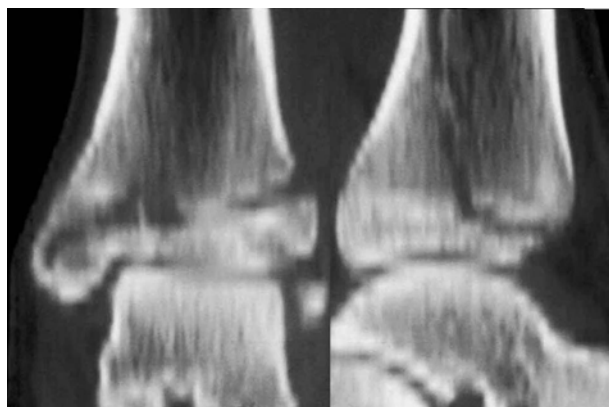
Computed tomography shows the fracture line extends to extra-articular medial malleolus on axial plane and posterior metaphysis of distal tibia on coronal plane.
